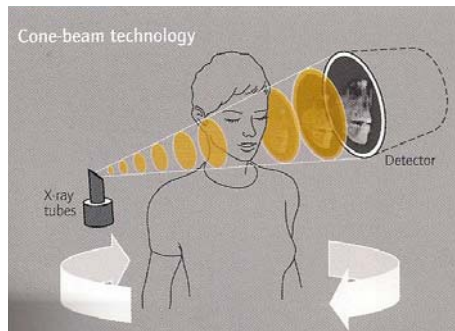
Tecnología Cone Beam (Zöller y Neugebauer, 2008).
